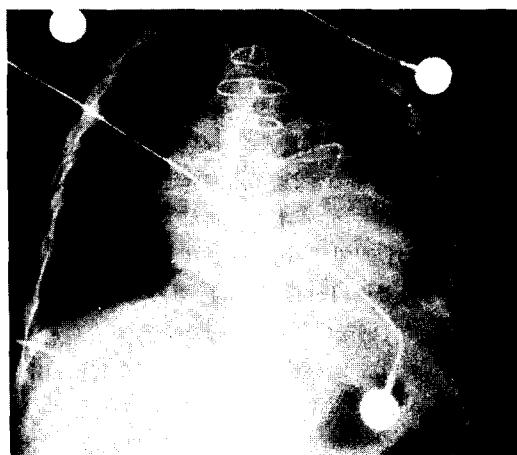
Simple chest X-ray showing double lumen thermodilution catheter(arrow).
